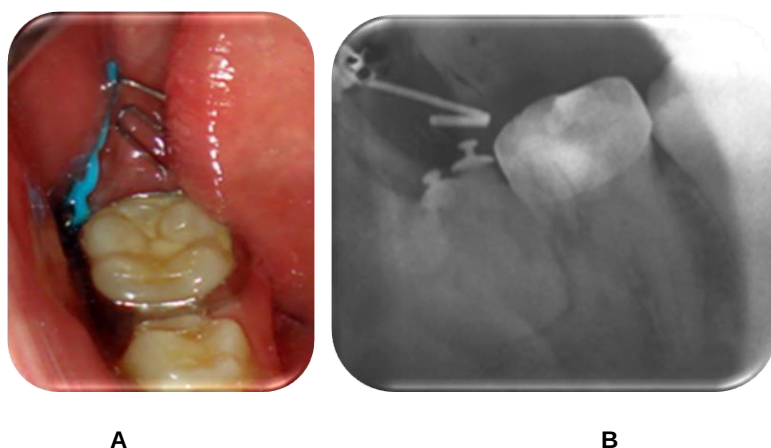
Primer registro diente 47 A. Fotografía intraoral, B. Radiografía periapical.
